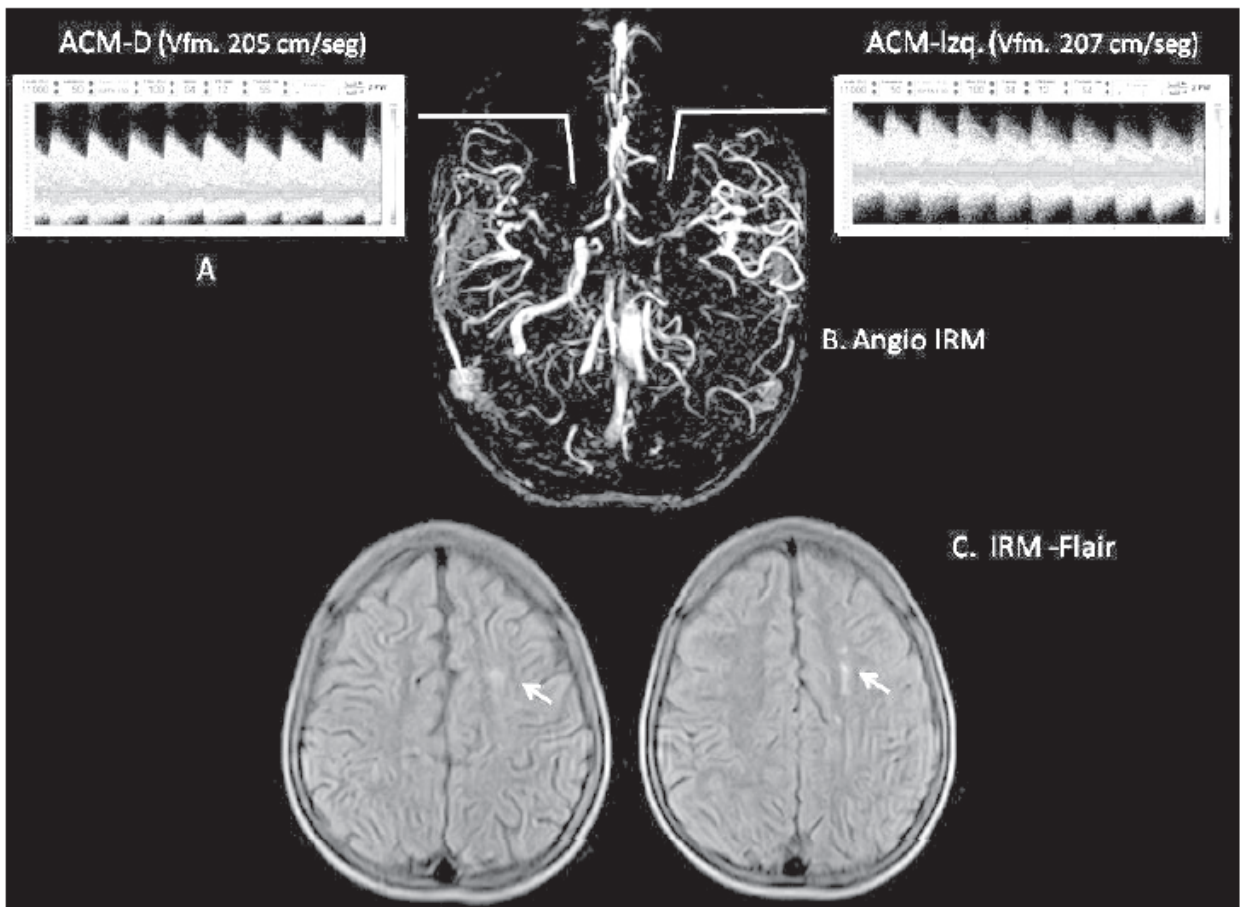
A. Ecografía Doppler Transcraneal. Sonogramas de las arterias cerebrales medias con velocidades de flujo medio superiores a los 200 cm/segundo y turbulencia. B. Estenosis de los dos segmentos proximales de las cerebrales medias y patrón de Moyamoya bilateral. No se visualiza la porción intracraneal de la carótida interna izquierda. C. Lesiones isquémicas en territorio limítrofe entre la cerebral media y anterior en el hemisferio izquierdo.
